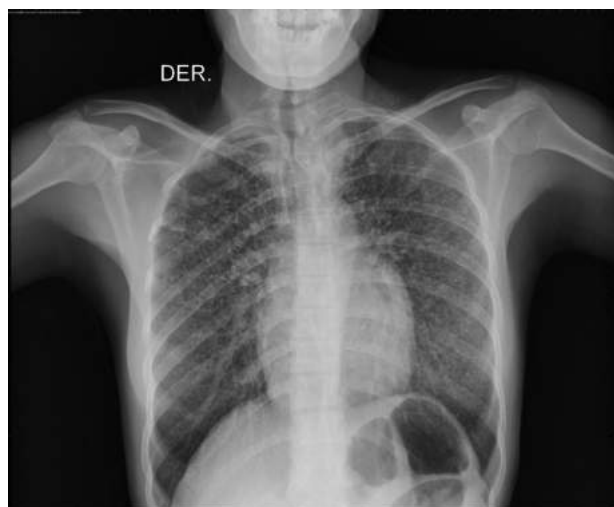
Radiografía de tórax que presenta metástasis en patrón militar del carcinoma medular de tiroides (CMT) en pulmón.
